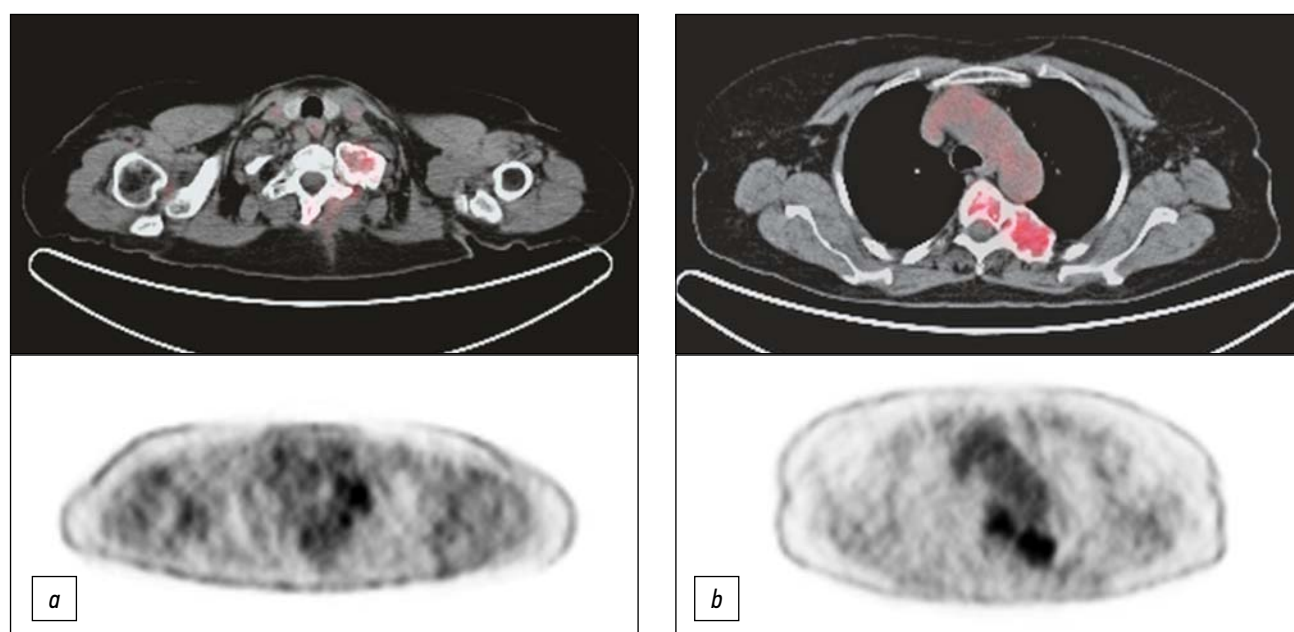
正电子发射断层扫描和氟脱氧葡萄糖CT (^{18}F -FDG的PET-CT) 显示左第一根肋骨后弓 (a)、第五胸椎和相应的左肋后弓 (b) 的示踪剂摄取增加。
